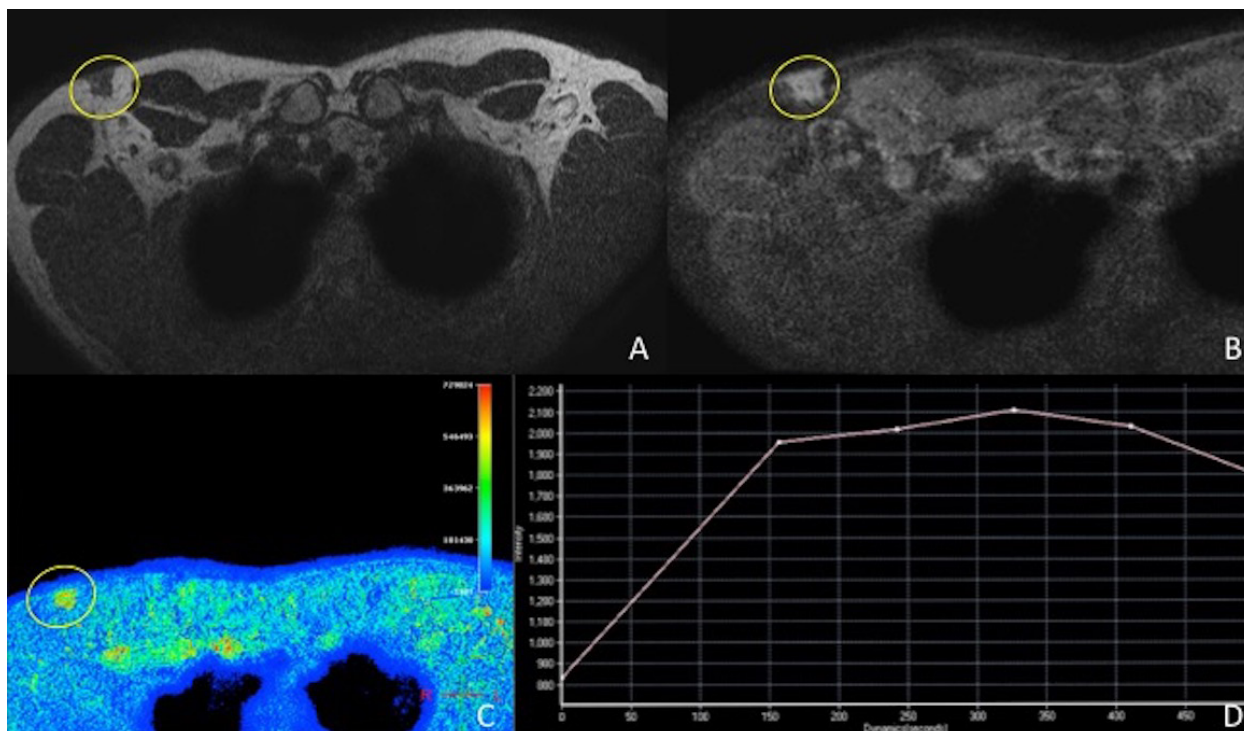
Axial T2-weighted MR image (A) reveals a subcutaneous nodular lesion in axillary ectopic breast tissue in the right anterior axillary line (circle), with irregular borders, and intermediate to low signal intensity, measuring 16.4 mm of long axis. On axial (B, C) dynamic contrast-enhanced MR image this lesion (circle) shows early and progressive enhancement with an intensity peak after two minutes and a time-signal intensity curve with mild late washout (D).
